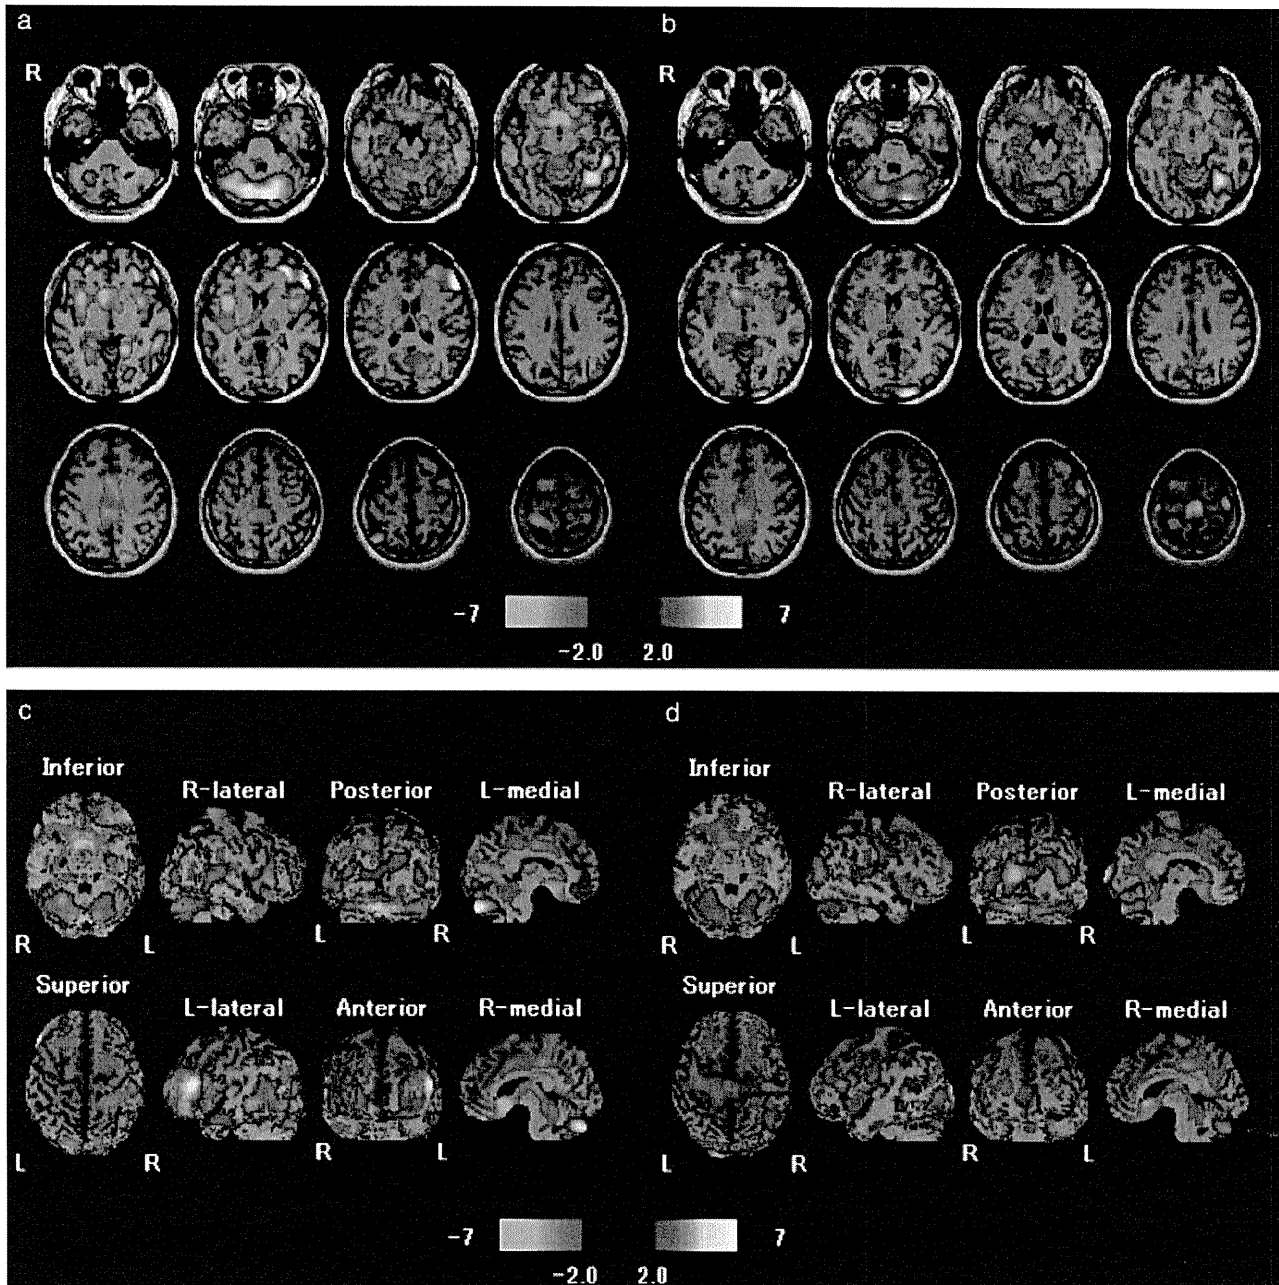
99mTc-ECD SPECT images with easy Z-score imaging system of the patient (a,c) before and (b,d) after treatment. Color-coding represents the statistical significance (Z-score) of the increase (red) and the decrease (blue) in cerebral blood flow compared to normal.
